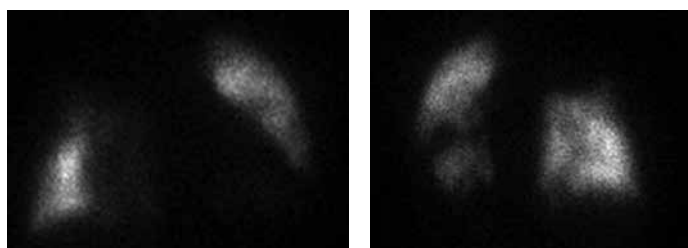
Сцинтиграфия больного Б. 22 лет. Слева – передне-задняя позиция, справа – задне-передняя позиция. Нарушение капиллярного кровотока в легких очагового характера – в сегментах 1,2,3,4,6,10 правого легкого и 3,4,6,8,9 – левого легкого.
